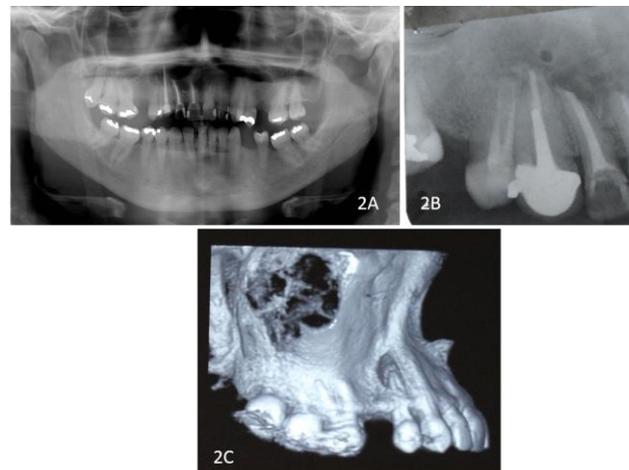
A - Radiografia panorâmica; B - Radiografia periapical; C - Reconstrução 3D. Presença de lesão envolvendo os dentes 11, 12, 13 e 14.
